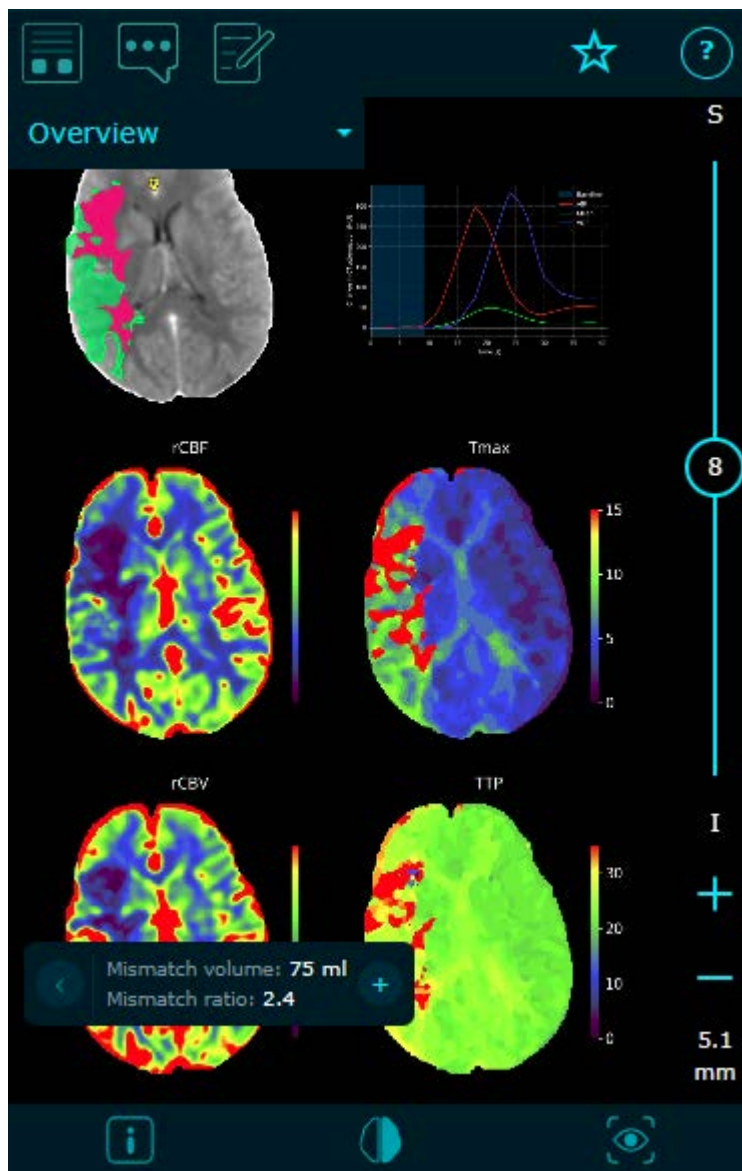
Kuvan metatiedot ja kaikki e-CTP/e-MRI -tulokset saa esiin katseluikkunan alareunan painikkeilla.
